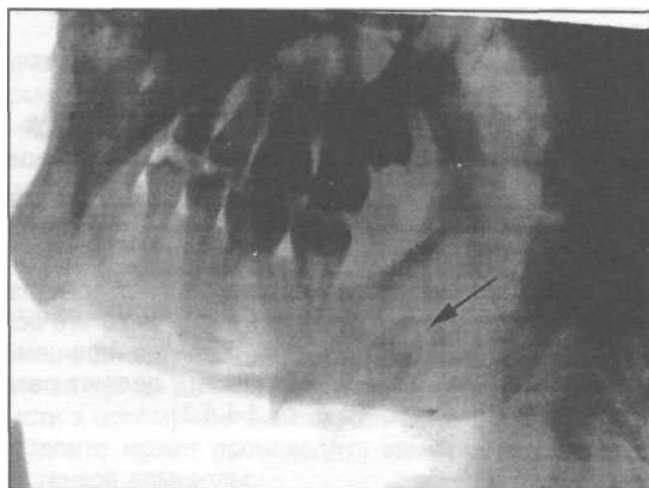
Фотография с рентгенограммы тела нижней челюсти. Корень удалённого зуба протолкнут под слизисто-надкостничным лоскут альвеолярного отростка.
